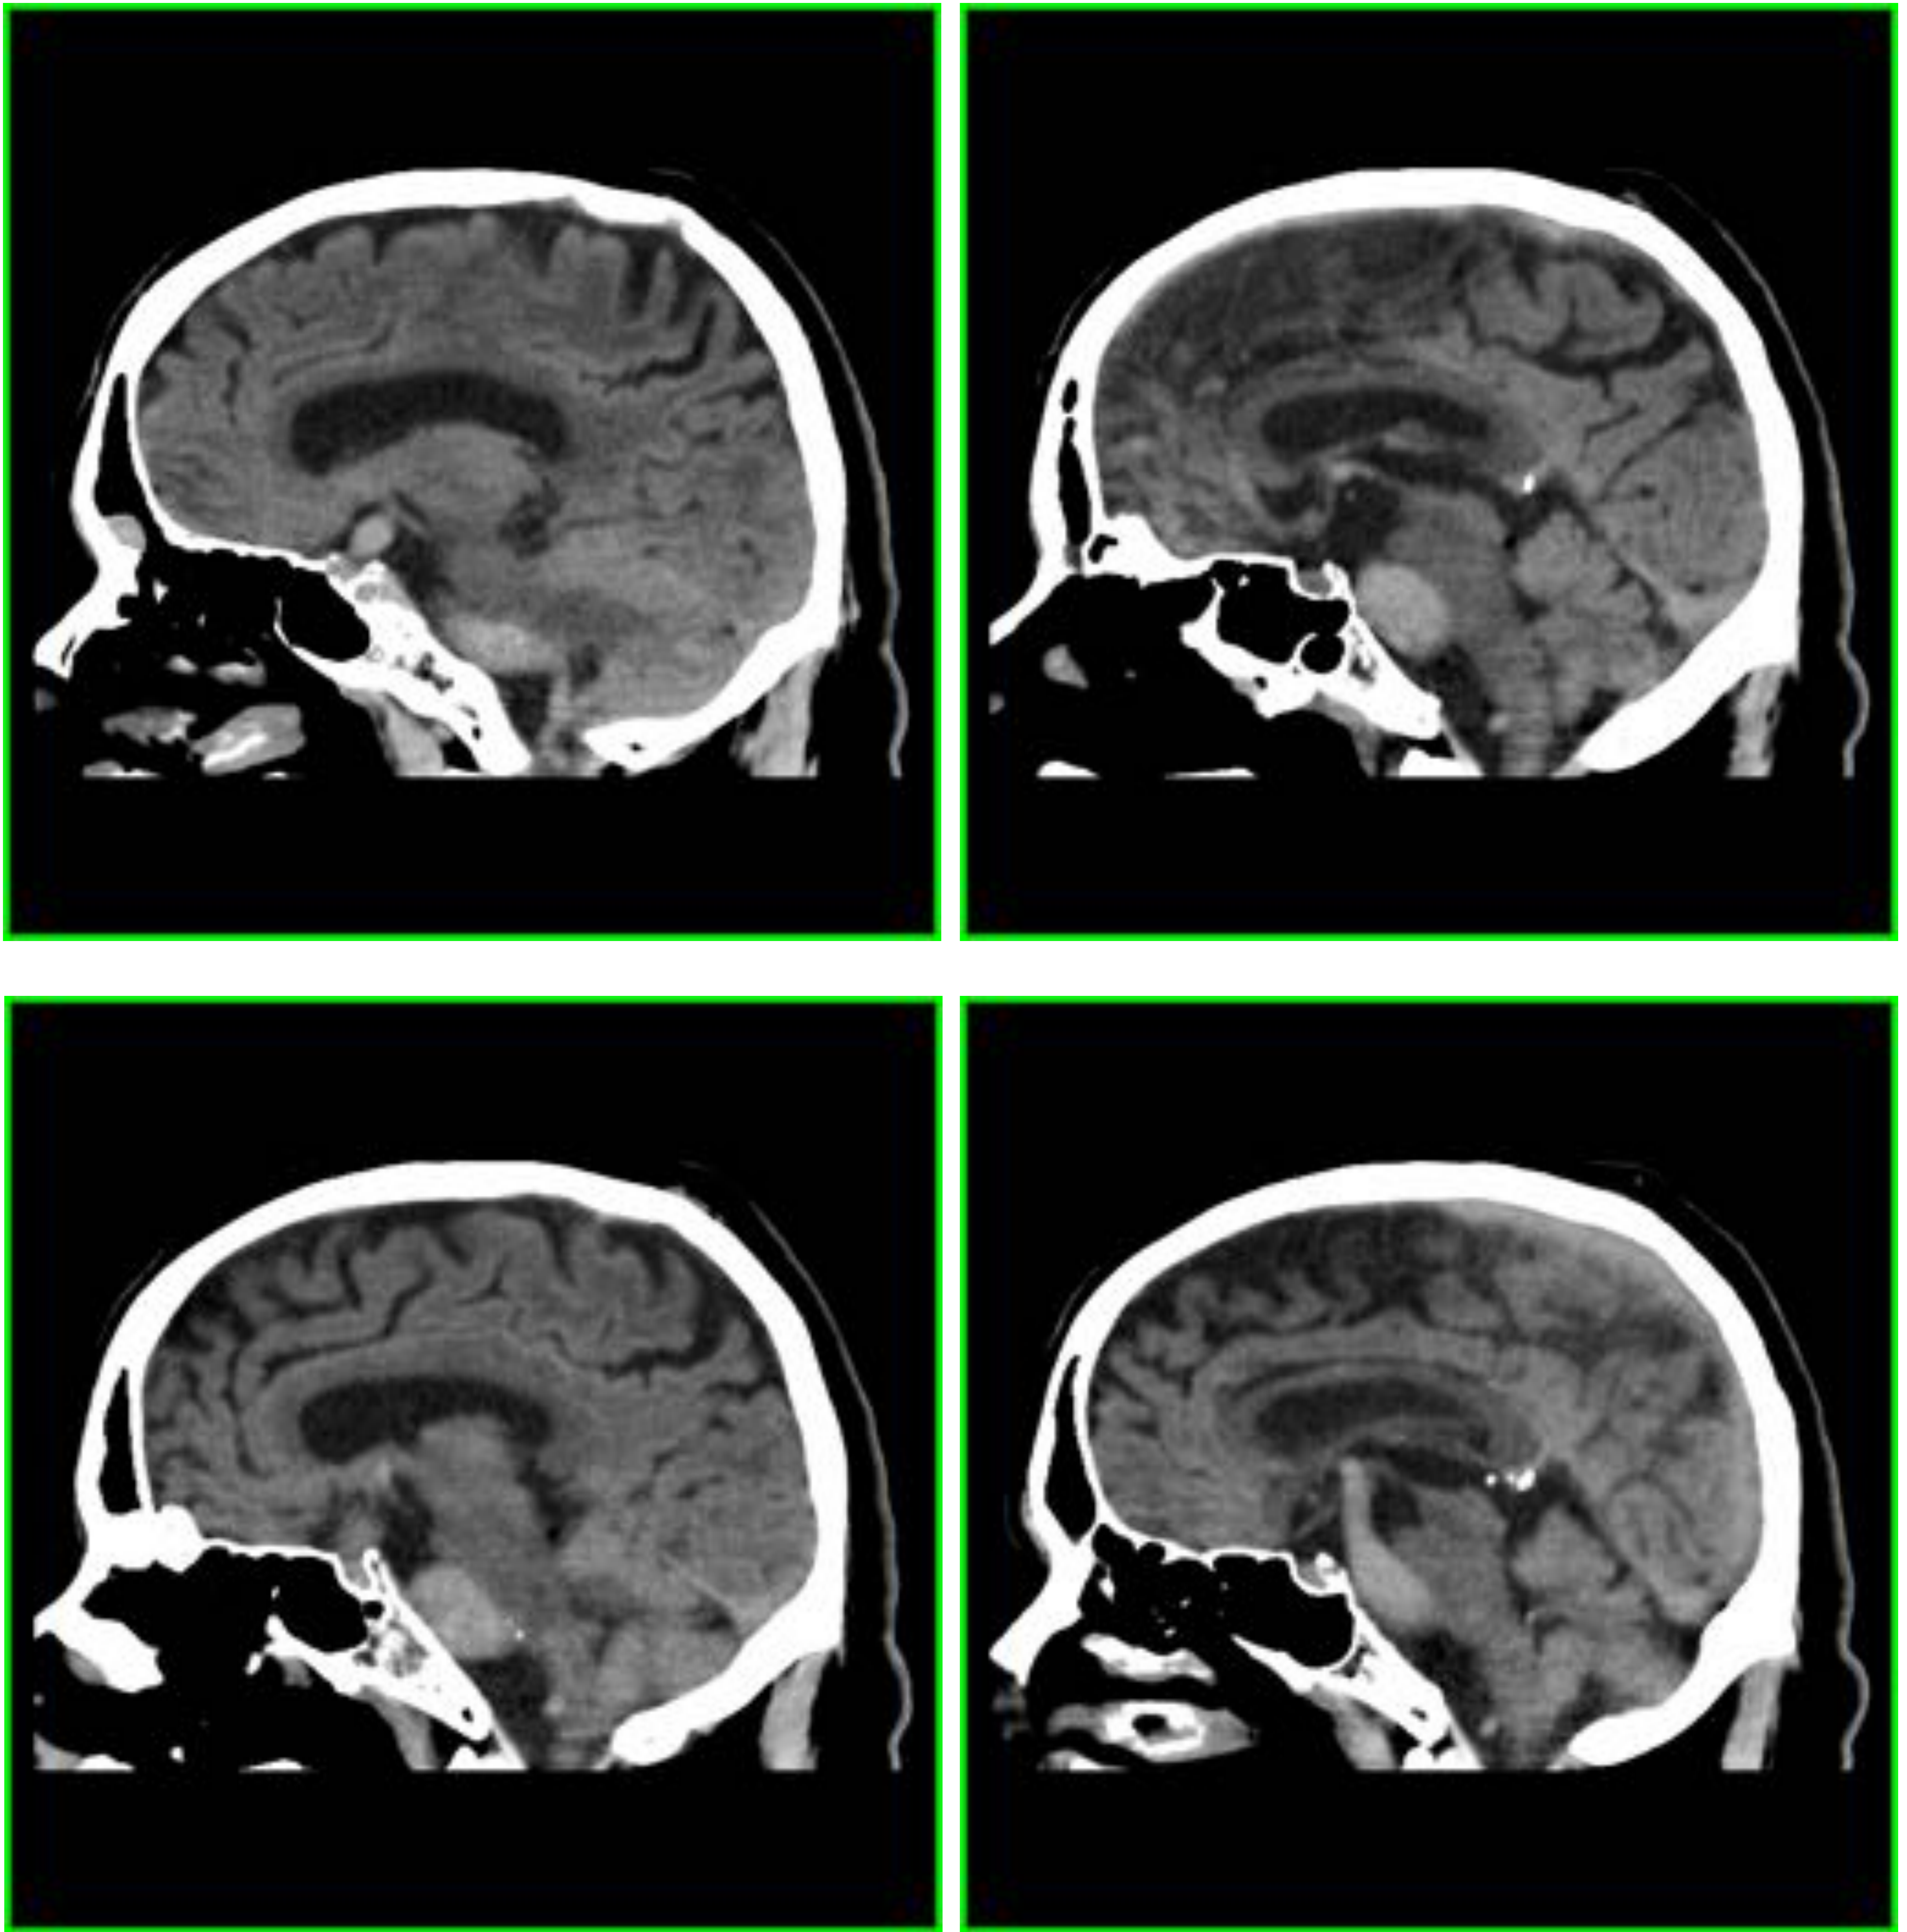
Cortes sagitales de TC sin contraste realizado ante la sospecha de lesión isquémica de fosa posterior.
